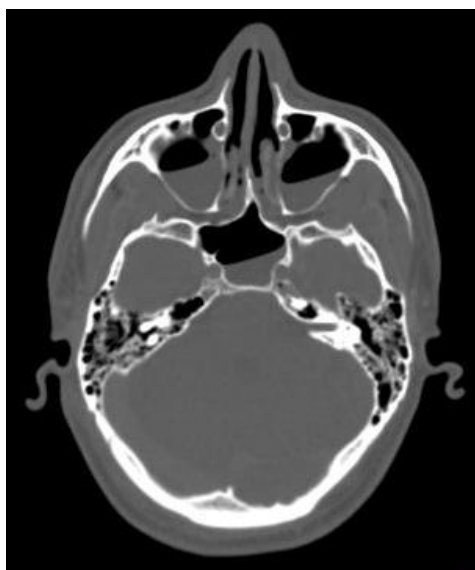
Содержимое в клиновидной и верхнечелюстных пазухах. Посмертное КТ-исследование
